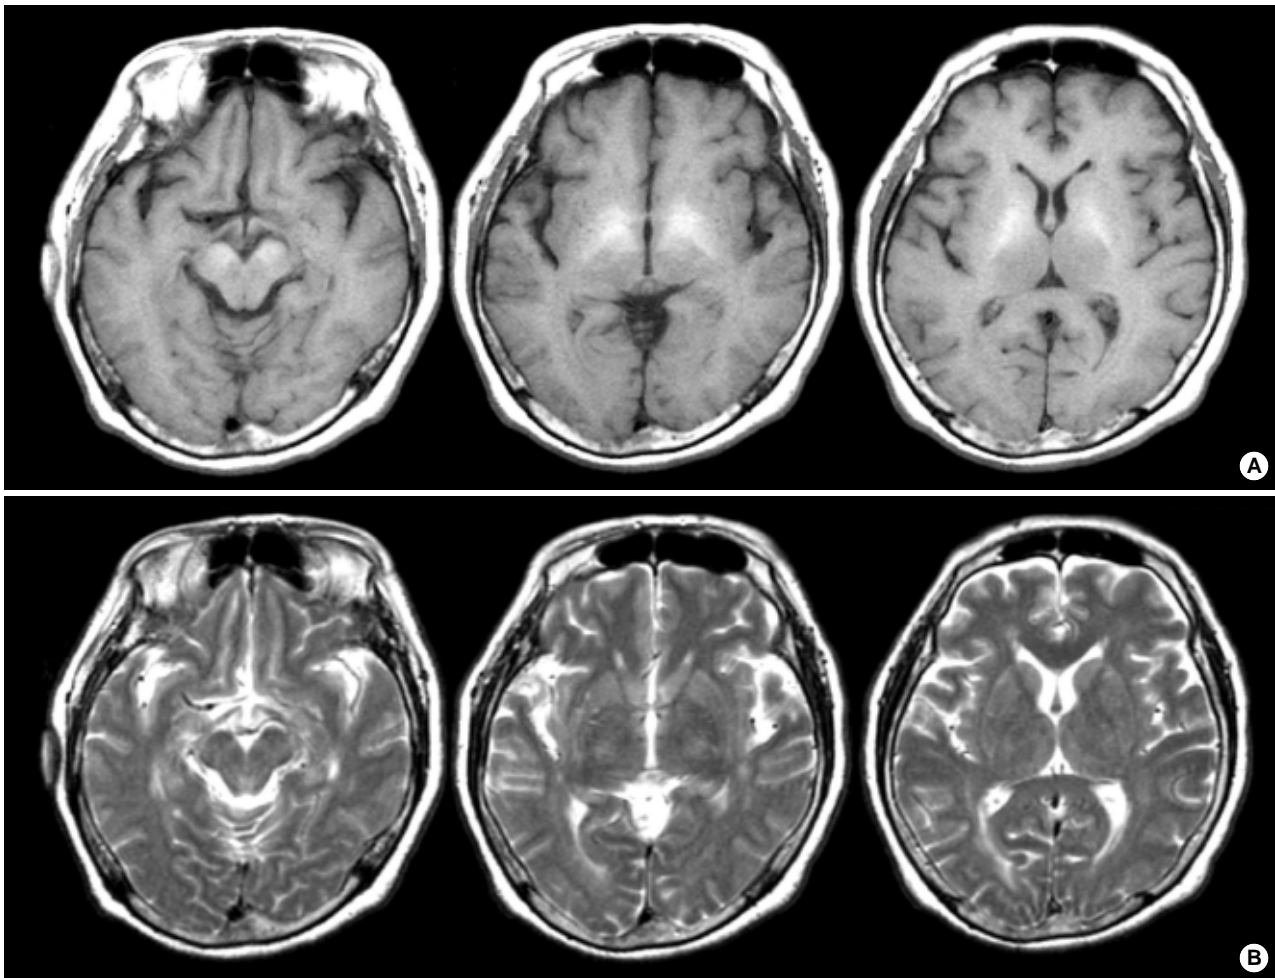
(A) Brain MRI T1-weighted images show increased signal intensity in the mesencephalon, subthalamus, and globus pallidus. (B) T2-weighted images show no signal changes.
